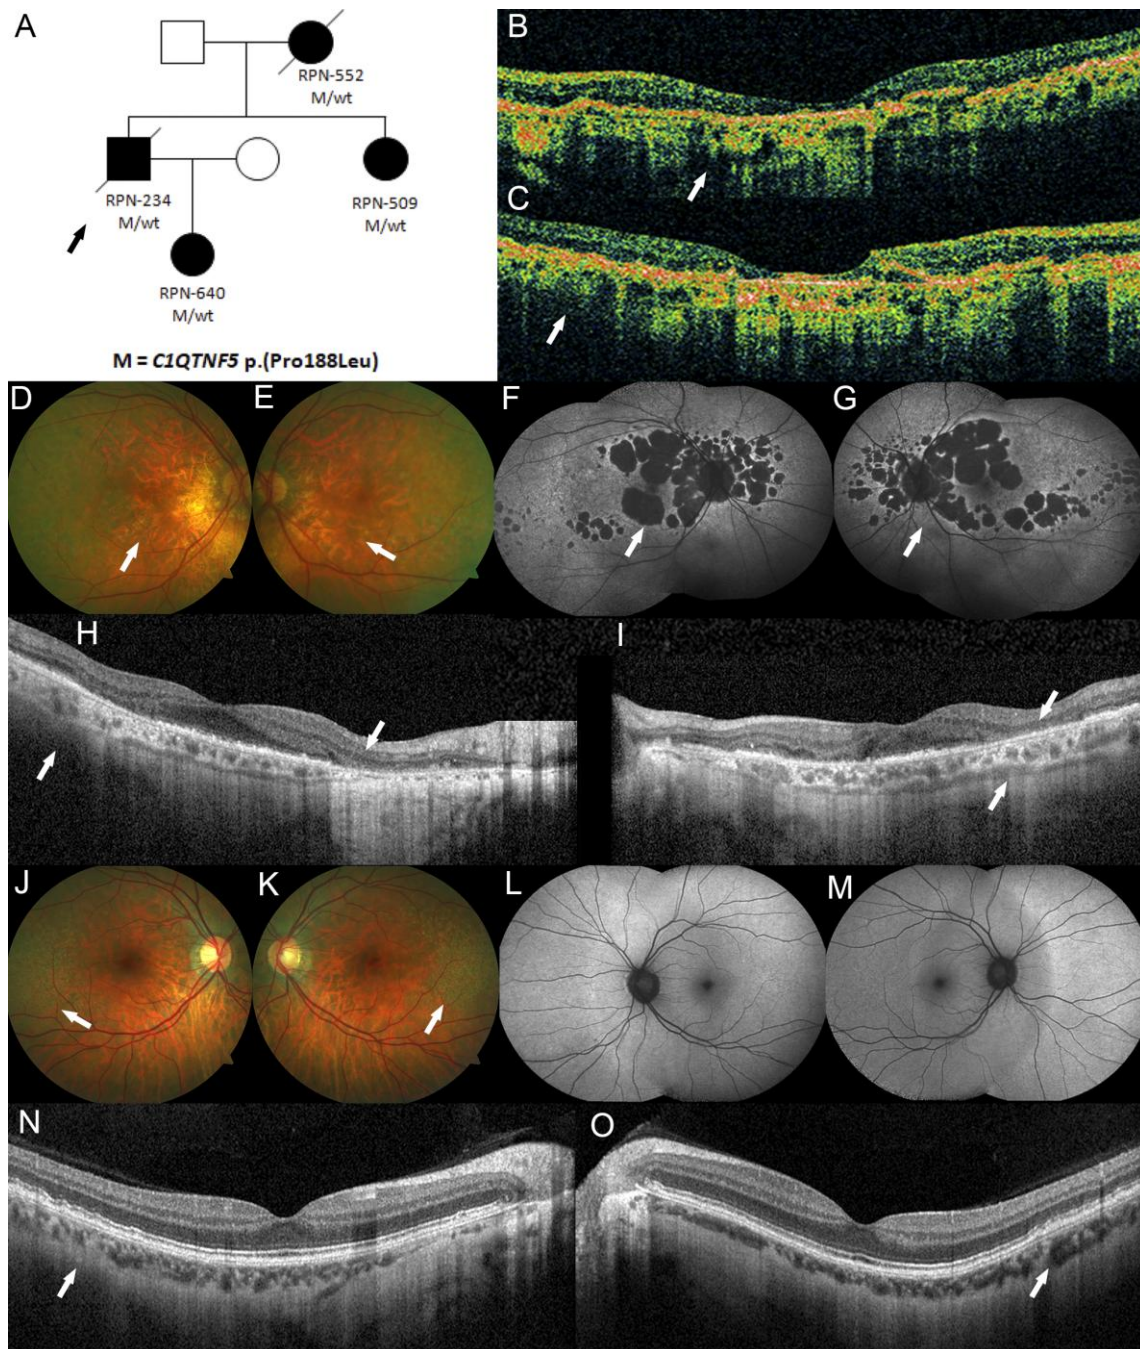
Datos clínicos de la familia fRPN-100. (A) Segregación familiar de la mutación en *C1QTNF5* en la familia fRPN-100 (la flecha indica el probando). (B, C) Paciente RPN-234 a los 65 años: la tomografía de coherencia óptica (optical coherence tomography, OCT) muestra atrofia marcada tanto de las capas retinianas como corioidea (flechas). (D, E) Paciente RPN-509 a los 64 años: en las imágenes del fondo de ojo se observan áreas de atrofia retiniana central y peripapilar (flechas); (F, G) las imágenes de autofluorescencia de fondo de ojo muestran áreas de hipoautofluorescencia, serpinginosa-like, afectando la fóvea y coincidiendo con las áreas de atrofia (flechas); (H, I) la OCT revela atrofia asimétrica y bilateral de las capas externas de la retina más marcadas en el ojo izquierdo (segmento interno/ segmento externo, membrana limitante externa y EPR) y coroides (flechas), el ojo derecho respeta levemente la región subfoveal. Paciente RPN-640 a los 39 años: (J, K) las imágenes de fondo de ojo muestran múltiples drusas en el área temporal de la retina en ambos ojos como único hallazgo (flechas), (L, M) las imágenes de autofluorescencia de fondo de ojo son normales, (N, O) la OCT revela anomalías en el EPR correspondiendo con las áreas de la retina con drusas y atrofia corioidea en ambos ojos (flechas).
